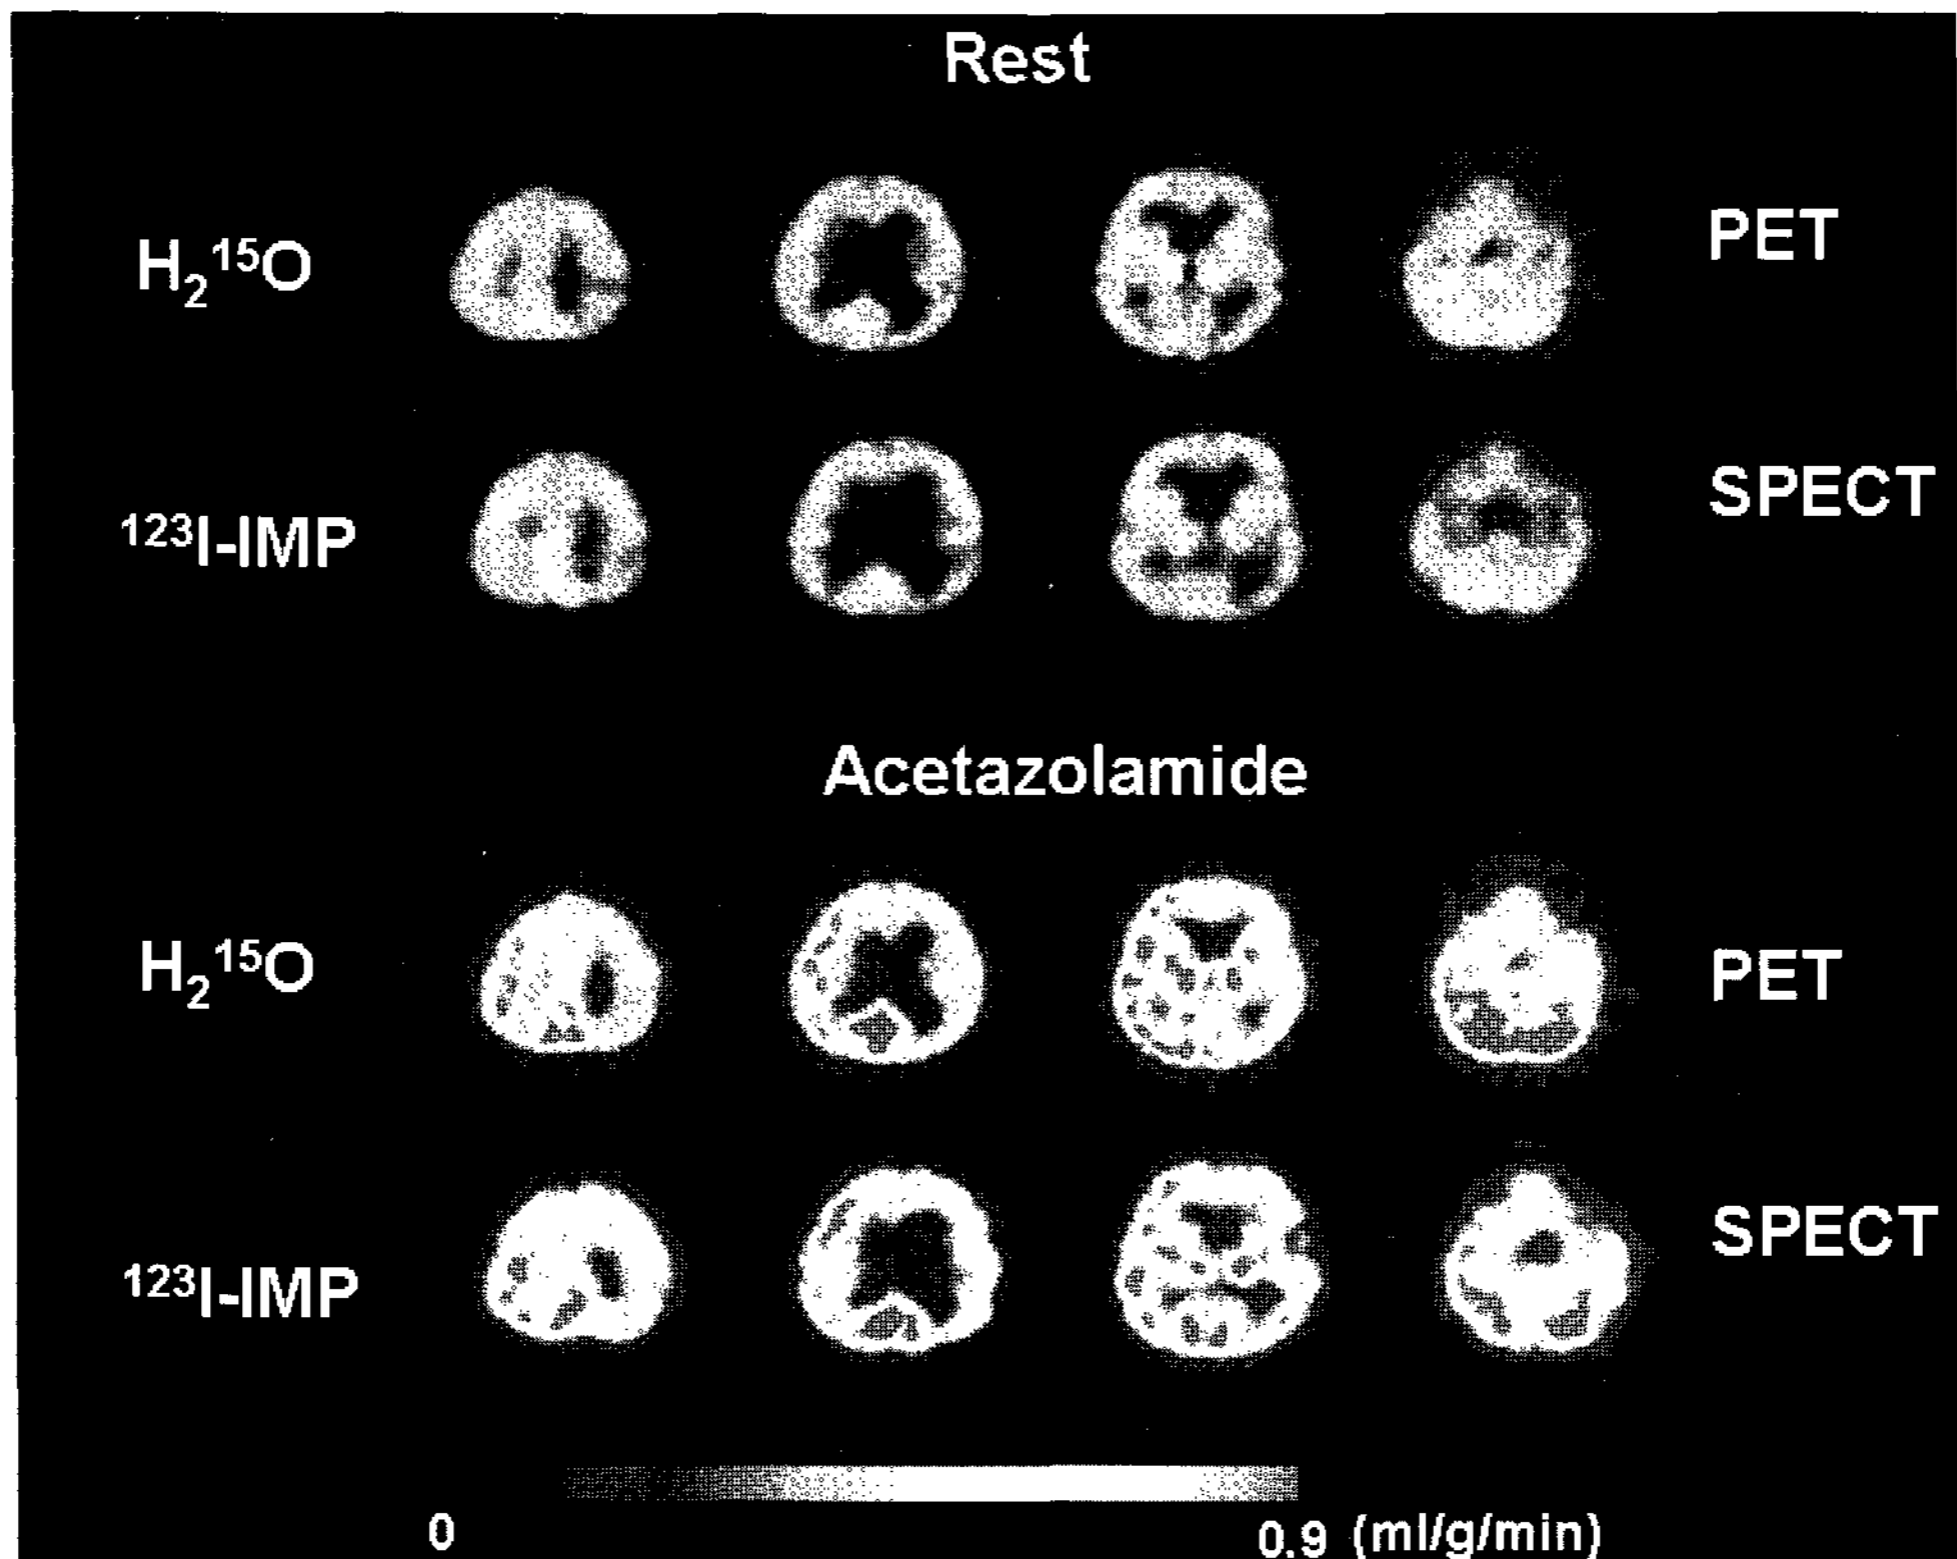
Comparison of parametric images of cerebral blood flow during rest and acetazolamide-induced stress states. These images were obtained from  $H_2^{15}O$  PET with conventional acquisition protocol and  $^{123}I$ -IMP SPECT using with new dual-split injection protocol, respectively<sup>7)</sup>.
